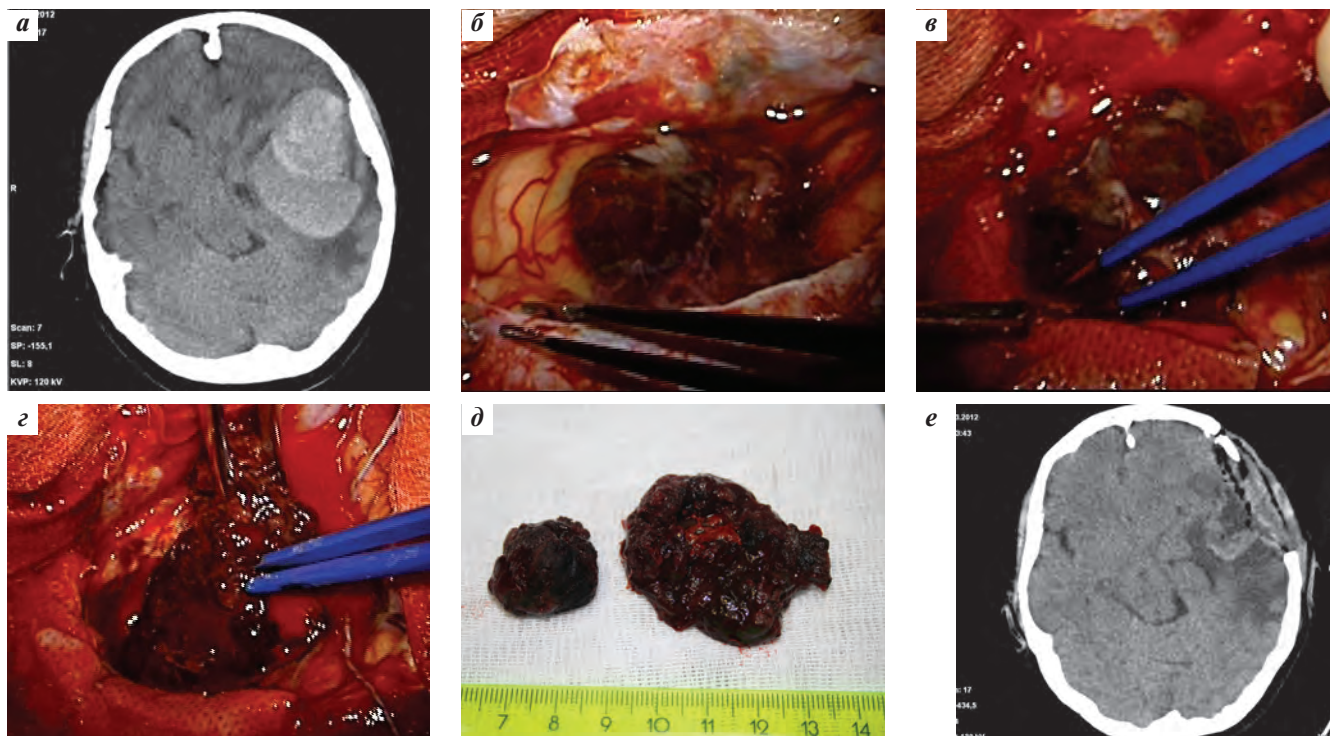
Бифрагментарное удаление метастаза пигментной меланомы со смешанным видом кровоизлияния из левой височной доли головного мозга: а – компьютерная томография (КТ) головного мозга перед операцией; б – интраоперационный вид метастаза в проекции левой сильвиевой щели; в – этап удаления первого фрагмента метастаза; г – этап удаления второго фрагмента; д – внешний вид удаленных фрагментов метастаза; е – КТ головного мозга через день после операции
